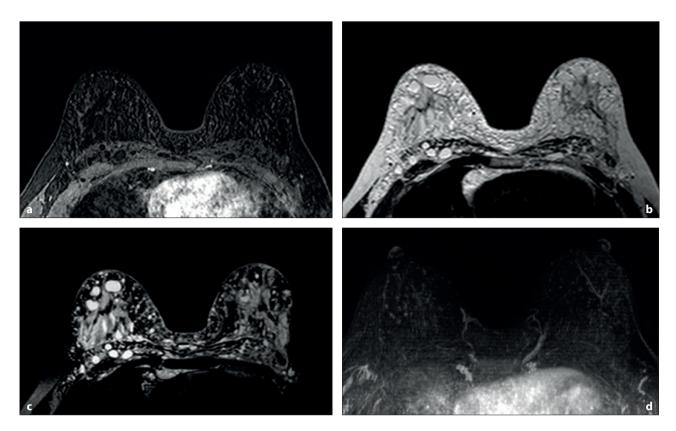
RM mamaria con contraste en un paciente con antecedentes de inyección libre de siliconas. a Secuencia T1 con supresión grasa. Siliconomas hipointensos que no son reconocidos en la imagen. La RM mamaria con contraste es de gran utilidad en pacientes con estos antecedentes. Es el método por imágenes que permite evaluar el tejido mamario subyacente a los siliconomas en la pesquisa de patología neoplásica. b Secuencia T2. Siliconomas isointensos con el tejido graso, se confunden con la grasa mamaria. c Secuencia que llamamos "solo silicona" (T2 con supresión de grasa y del agua). Permite visualizar solamente la silicona que se expresa como múltiples nódulos hiperintensos que ocupan el tejido y la grasa mamaria, superficial y profunda. Posibilita evaluar la extensión y la pared torácica. Nótese, en este caso, el compromiso del surco intermamario y de las axilas y la infiltración de los músculos pectorales derechos. d Secuencia dinámica 3D (T1 con supresión grasa con contraste) y técnica de sustracción posterior. Posibilita la evaluación del tejido mamario en busca de neoplasia en pacientes con inyección libre de siliconas. En este caso, en la reconstrucción con proyección de máxima intensidad (MIP), se observa tinción de las estructuras vasculares. El parénquima mamario es normal; la no captación de contraste refleja en un altísimo porcentaje ausencia de carcinoma infiltrante.
